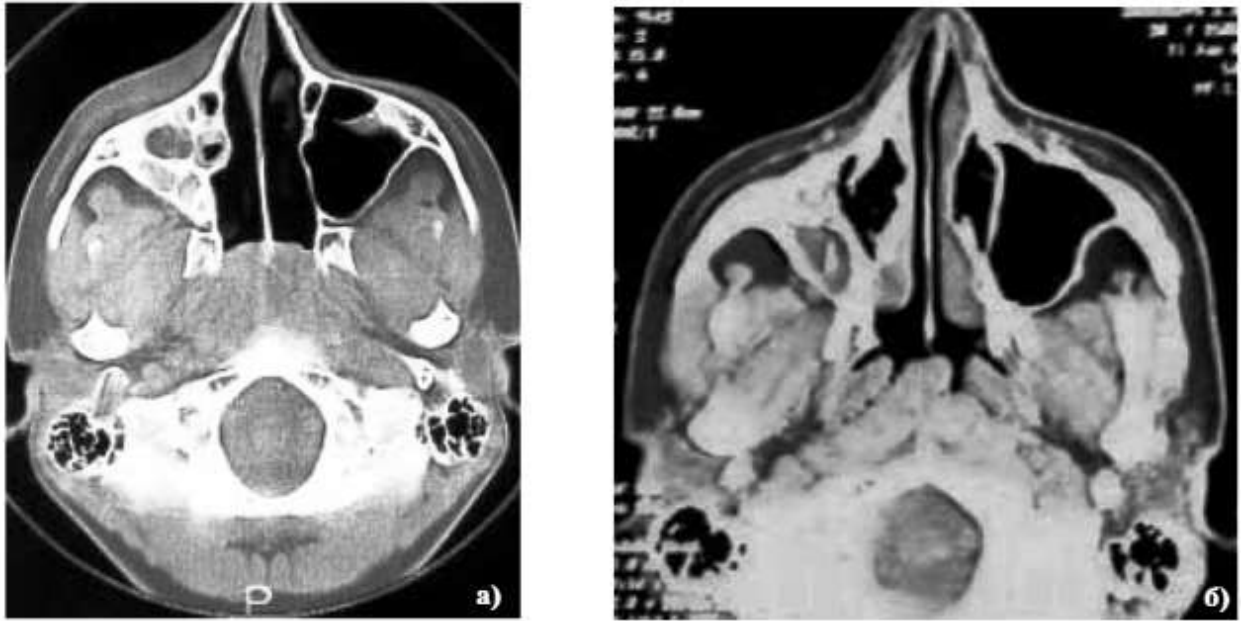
КТ ОНП болезнь оперированной пазухи (Цит. по [67])
